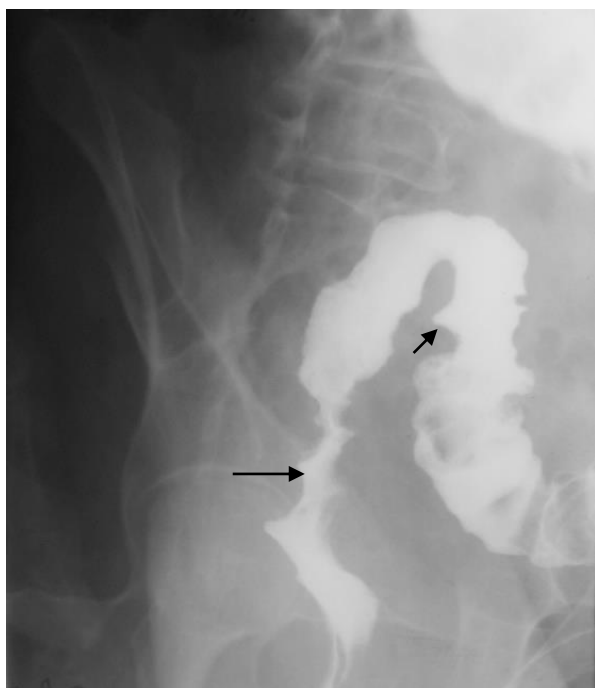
Прицельная рентгенограмма прямой и сигмовидной кишки (ирригограмма в фазе тугого наполнения, косая проекция). Отмечается неравномерное сужение просвета прямой и дистального отдела сигмовидной кишки (стрелки) с неровными зазубренными контурами, обусловленными многочисленными мелкими нишами. Неспецифический язвенный колит
